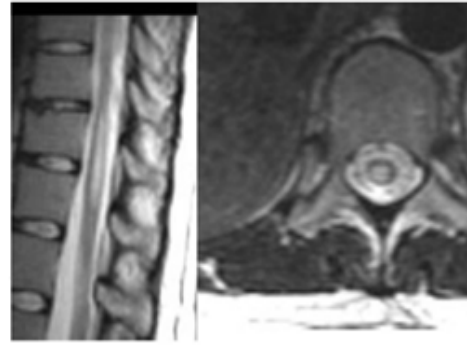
Imagen sagital y axial del cono medular en resonancia magnética eco-spin rápida ponderada a T2.
